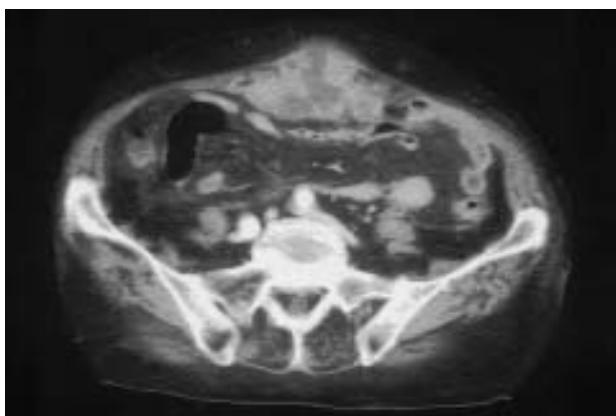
TAC abdominal. Visualización de colección fluida con elementos hipodensos en su interior, compatible con torsión de epiplón.
